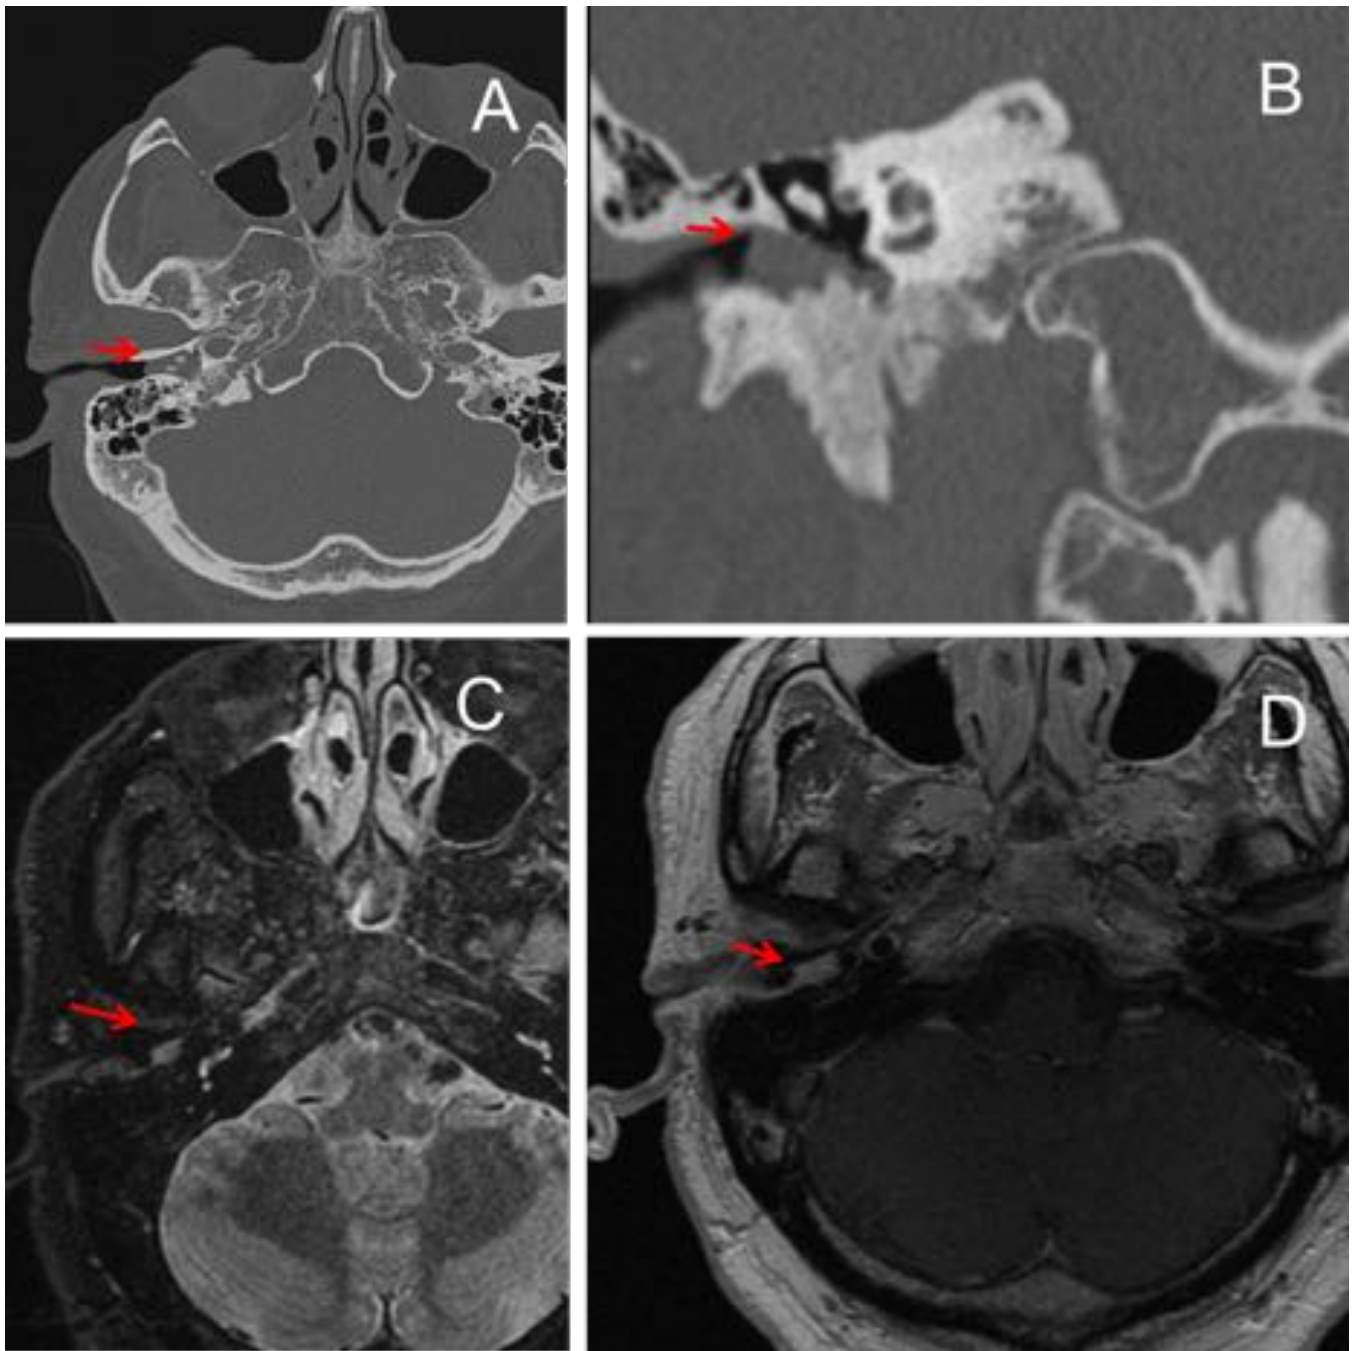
Paciente de 52 años con hipoacusia y acúfenos derechos. En TC de peñascos (A y B) se aprecia una lesión nodular de atenuación partes blandas (flechas) que ocupa el segmento óseo del conducto auditivo externo y el hipotímpano, en relación con glomus timpánico derecho. En las imágenes de RM se aprecia una lesión localizada en el oído medio derecho (flecha), hiperintensa en secuencia STIR (C) que presenta captación de contraste (D) en relación con glomus timpánico.
